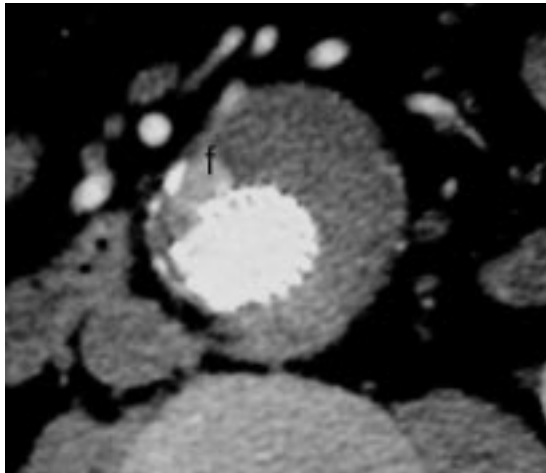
Corte axial de tomografía axial computada con contraste de aorta abdominal. La letra "f" muestra filtración de medio de contraste dentro del saco del aneurisma tratado con endoprótesis. Esta se origina en la arteria mesentérica inferior.
